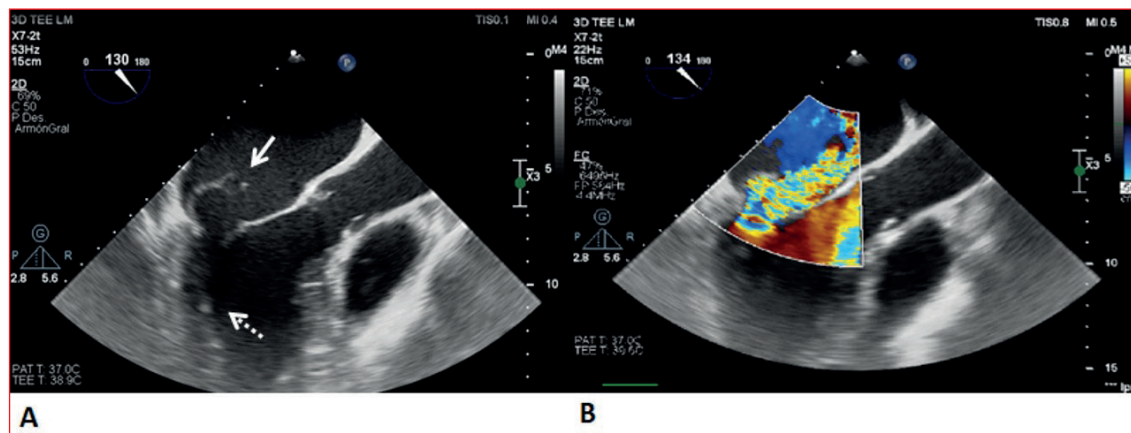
A. Ecocardiograma transesofágico a nivel de esófago medio. El eje largo del tracto de salida del ventrículo izquierdo está dilatado. La flecha continua indica flail de la valva menor de la válvula mitral. Se puede apreciar pequeña vegetación a nivel del aparato subvalvular (flecha punteada). B. Doppler color en el que se observa un jet de insuficiencia mitral severa excéntrica que ocupa gran parte de la aurícula izquierda que se encuentra dilatada.
